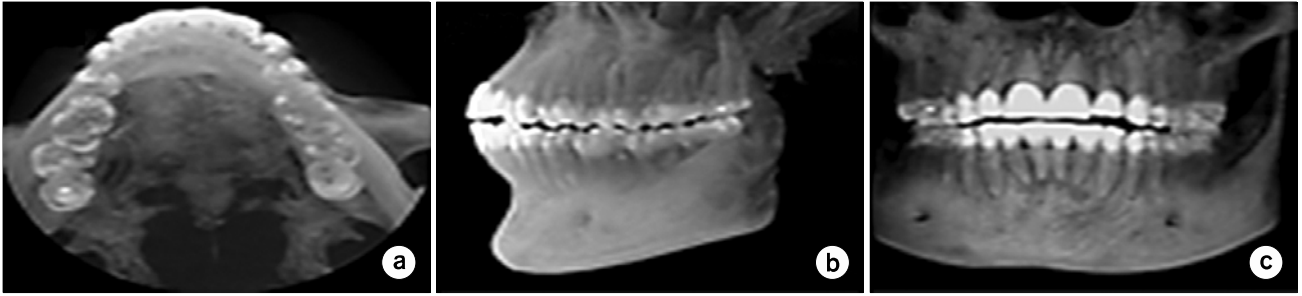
Results for maximum intensity projection of dental CBCT data (a) axial view (b) sagittal view (c) coronal view.
